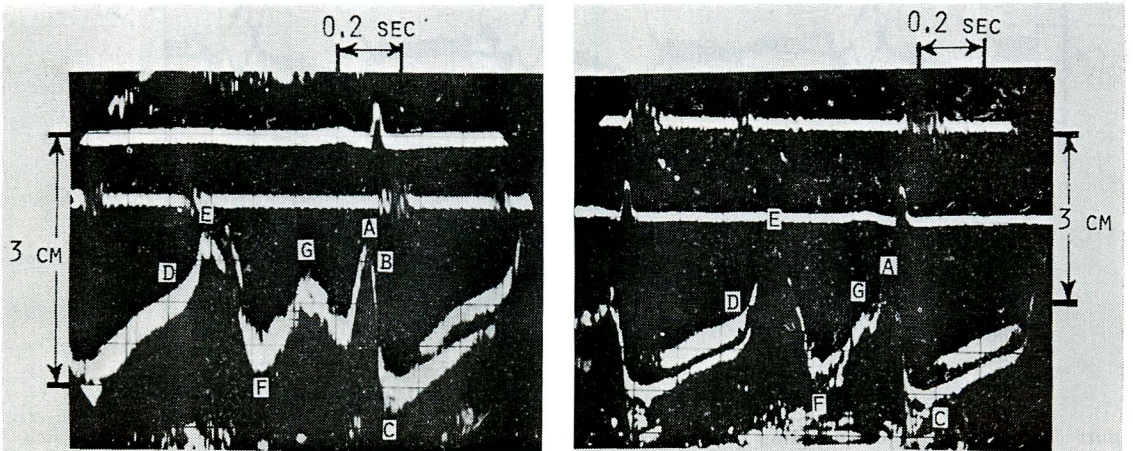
Standard echocardiograms in a case of constrictive pericarditis (M. H., a 42-year-old female)
